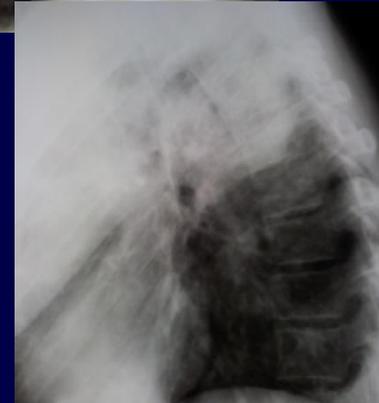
рентгенограммы-собственные данные
